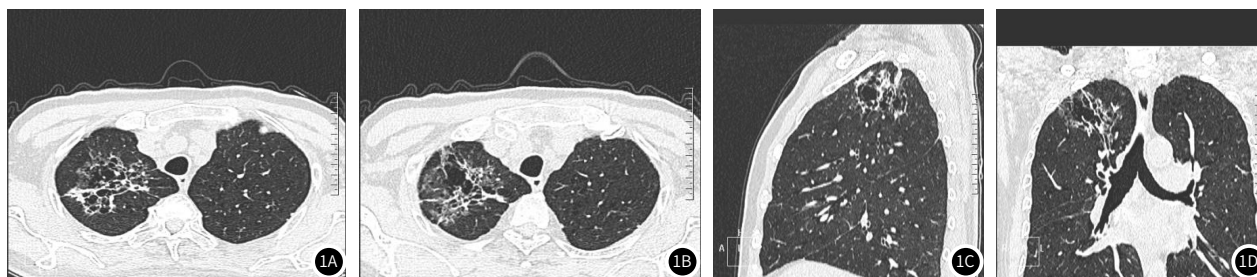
囊腔型肺癌患者的影像分析结果,注:58岁囊腔型肺癌患者。CT下观察可见右肺上叶尖段混合性多房囊腔性密度影,边缘可见实性密度和磨玻璃密度,边界清楚,边缘分叶和毛刺,内多发大小不等气囊腔影,可见胸膜牵拉,病灶大部分以磨玻璃和囊腔成分为主,有少量实性成分(图1A~图1B);病灶矢状位重建,病灶位于右肺上叶尖段,肋胸膜牵拉凹陷(图1C);冠状位重建图像,病灶分叶状,边界清楚,以囊腔为主的多种成分占位(图1D)。
